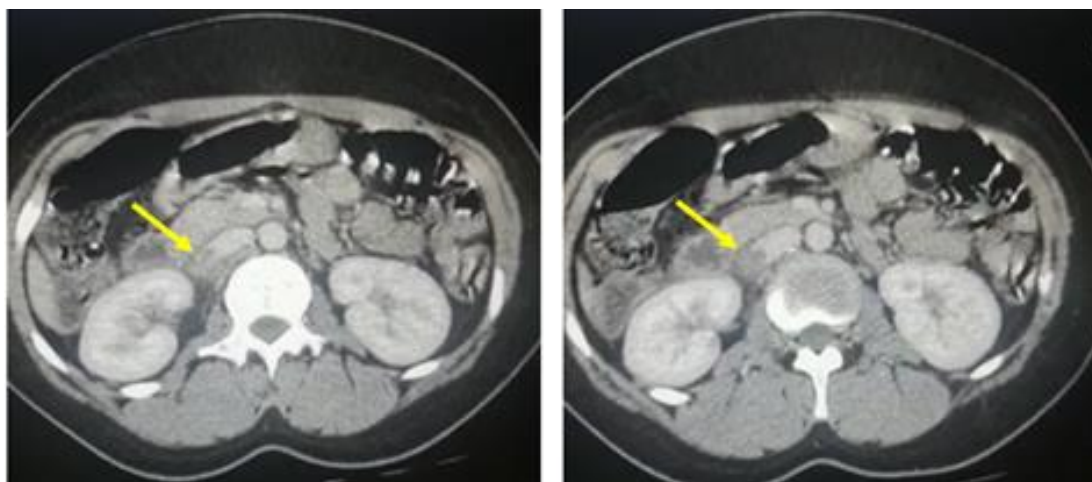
A et B. Coupes TDM axiale après injection veineuse iodée passant par le plan de la veine cave inférieure à la hauteur des reins : thrombose de la veine ovarienne droite étendue à son abouchement au niveau de la veine cave inférieure semblant être discrètement envahie. (flèche)
